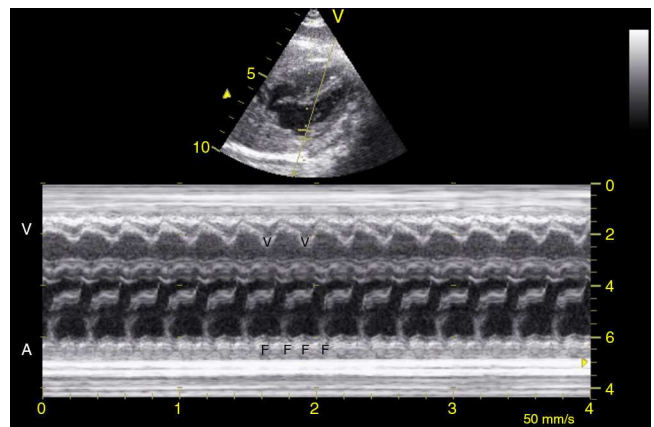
Ecografía en modo M. Aleteo auricular con patrón de conducción 2:1. A: pared de la aurícula derecha; F: ondas de aleteo; V: pared del ventrículo izquierdo y contracciones ventriculares.
